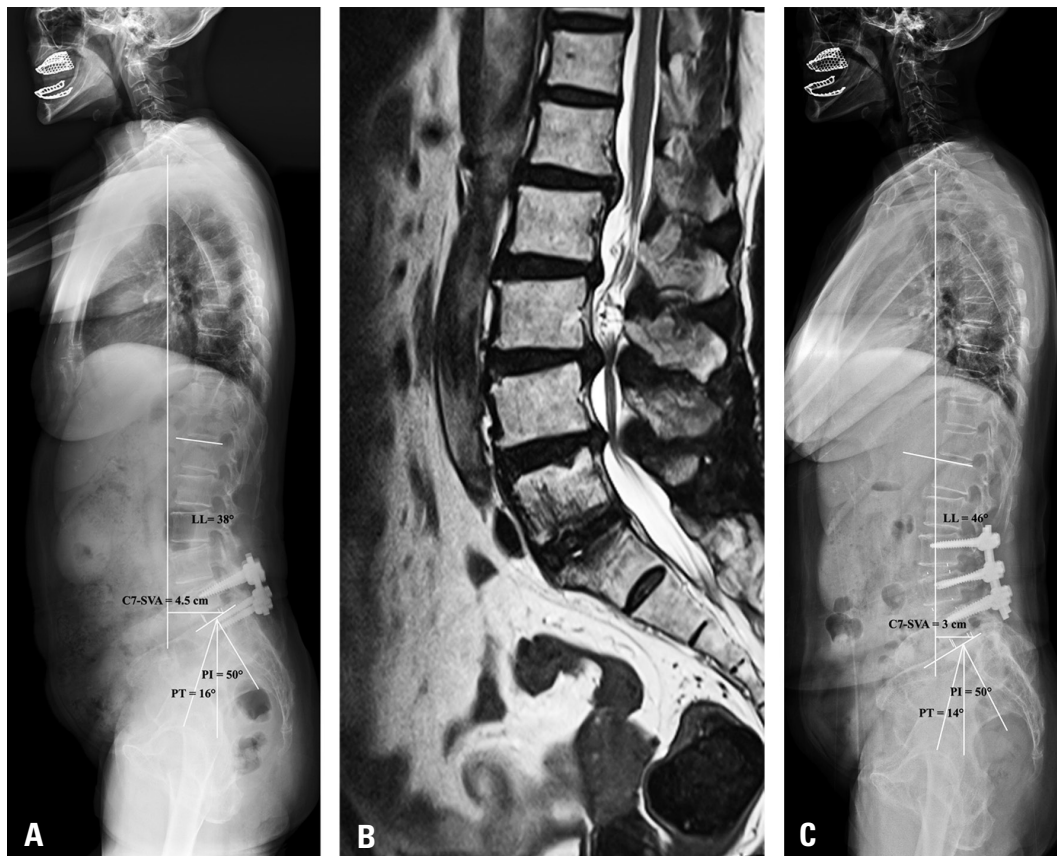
3년전 타병원에서 L5-S1 유합술 받고 현재 양 하지 방사통이 심해서 내원한 66세 여자 환자. 전신 측면 기립 방사선 사진상 C7-SVA 4.5 cm, 골반 경사 16도로 비교적 균형이 잘 맞는 상태로(A), MRI 시상면 검사상 제 3-4-5요추간 협착증 소견 확인되었음(B), 제 3-4-5요추체간 유합술 이후 C7-SVA는 3 cm, 요추 전만은 46도로 호전되었으며, 시상면상 균형이 잘 유지되고 증상도 호전되었음(C).
